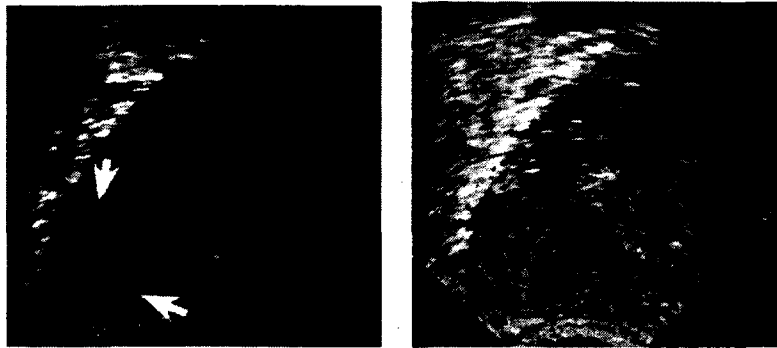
Images d'un cancer de la prostate obtenues par TRUS et par TRUS Doppler en couleurs [13]
